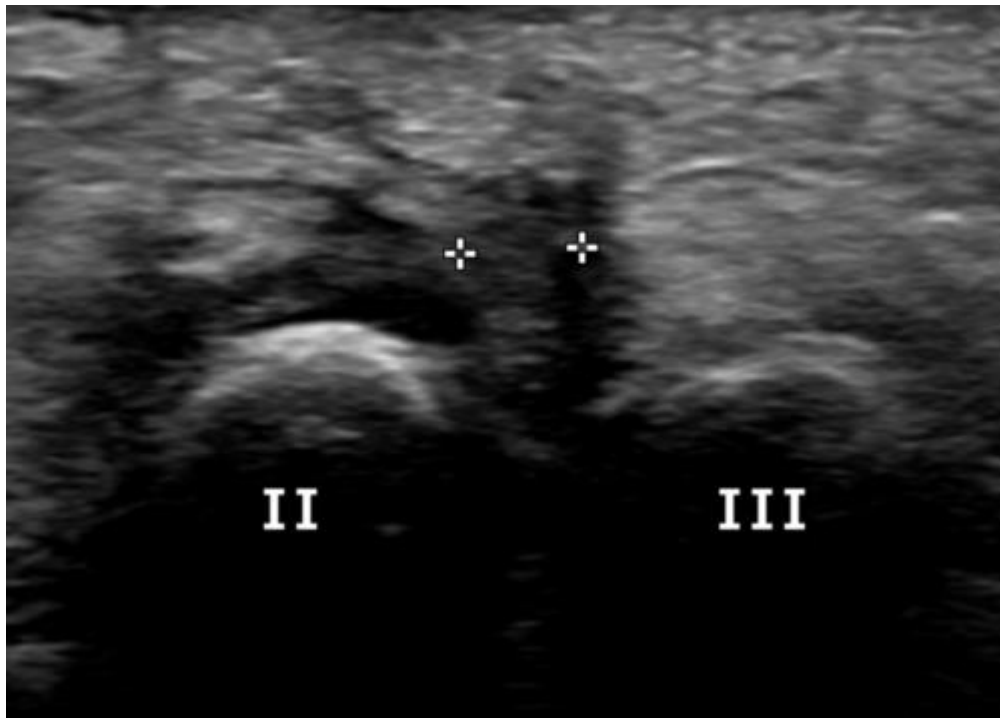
Mujer de 38 años. Ecografía del pie izquierdo. Lesión nodular de 4 mm entre el segundo y tercer metatarsiano que protruye a región plantar en relación con neuroma de Morton.
